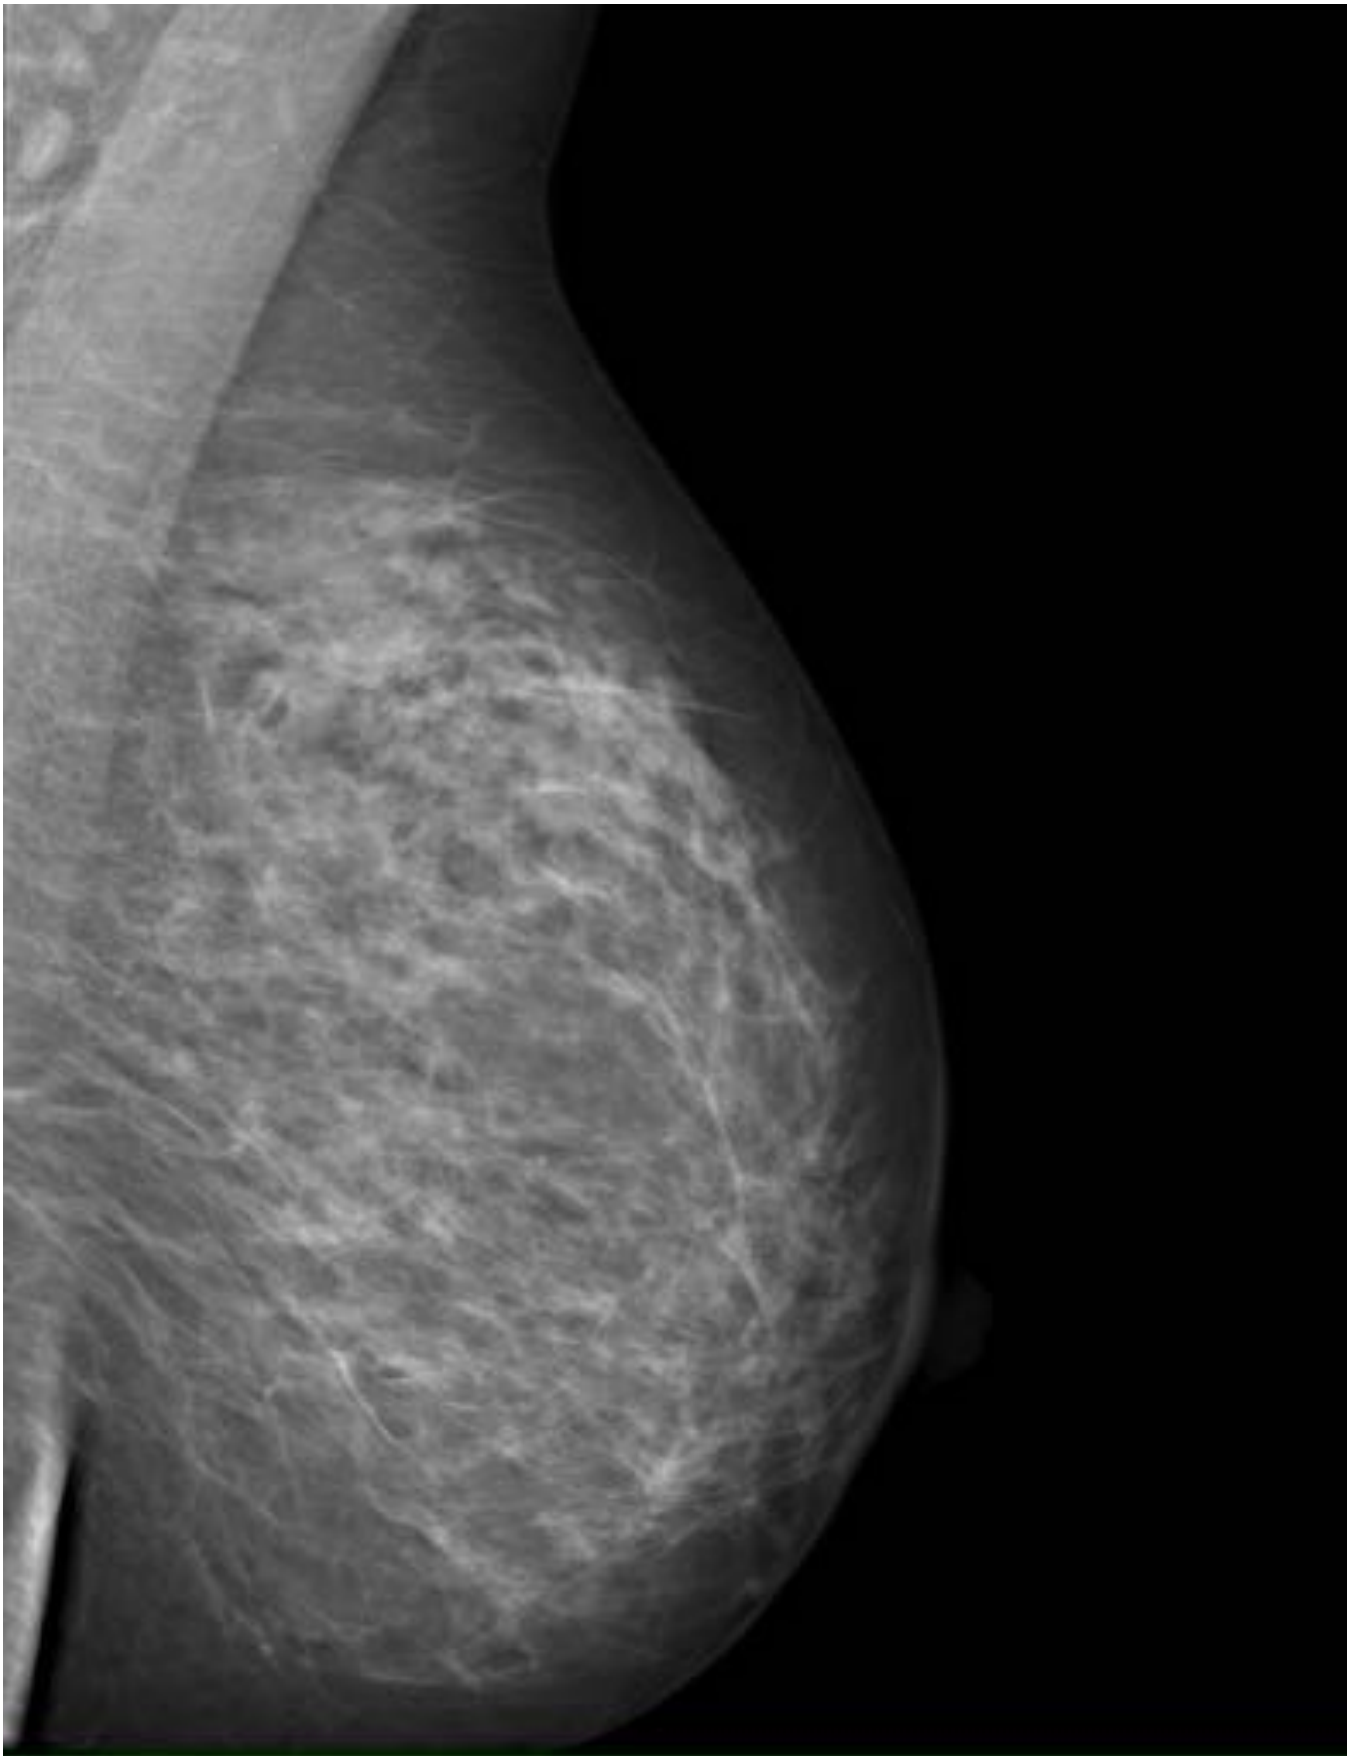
Proyección OML de Mama izquierda. RM de CLI visualizado en Mamografía como distorsión d
